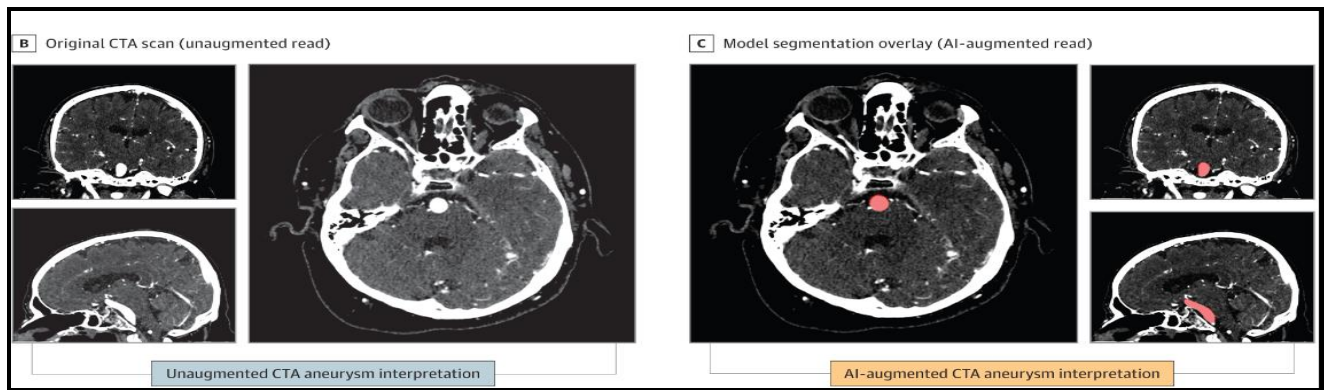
Lecture augmentée, sans superposition de segmentation du modèle sur CTA en vue axiale, coronale et sagittale. [38]
